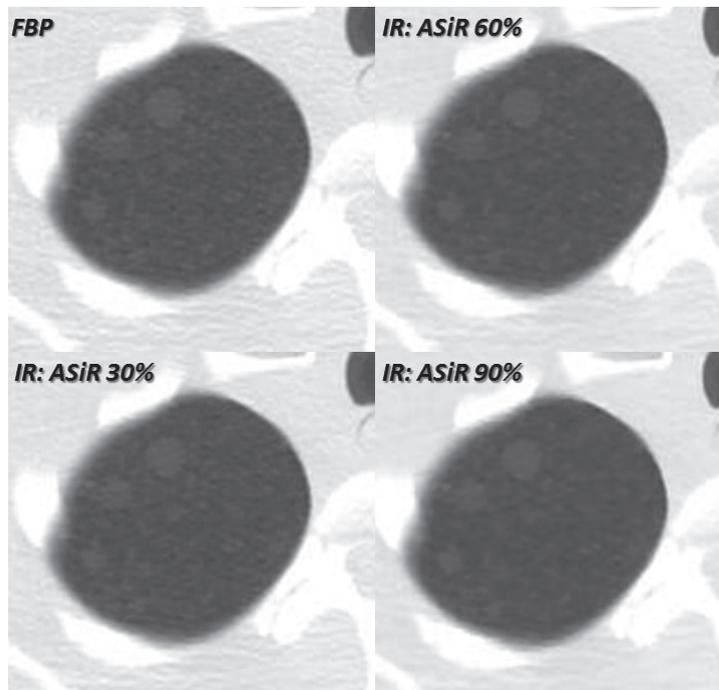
基本スキャン条件 (CTDIvol 2 mGy) において、右肺尖部 (Δ CT=100) の画像にASiRのブレンド率 (0、30、60、90%) を変化させたものである
